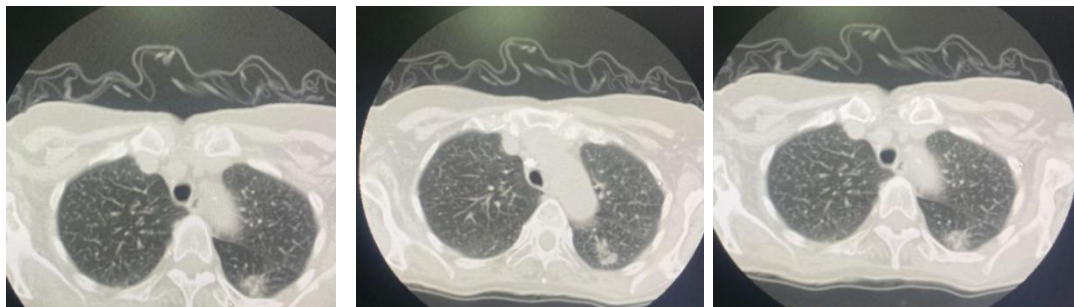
6б, 6в – Аксиальные срезы КТ ОГК пациента П.
